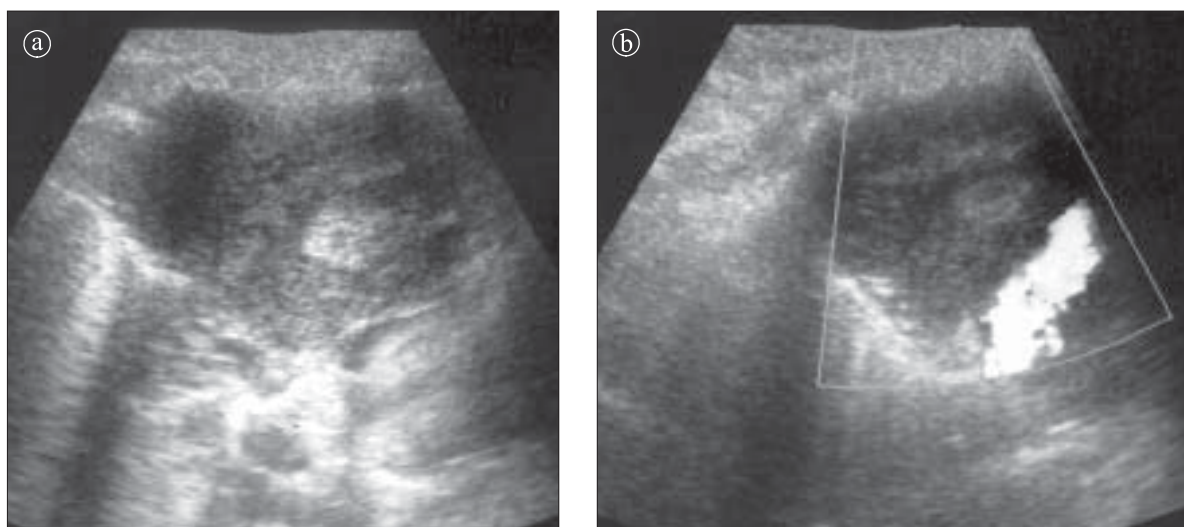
Teratom. Ecografie. a) Modul B. Formație parenchimatooasă situată în mediastinul anterior care prezintă o zonă centrală cu ecogenitate crescută. b) Doppler. Formațiunea nu prezintă semnal vascular
